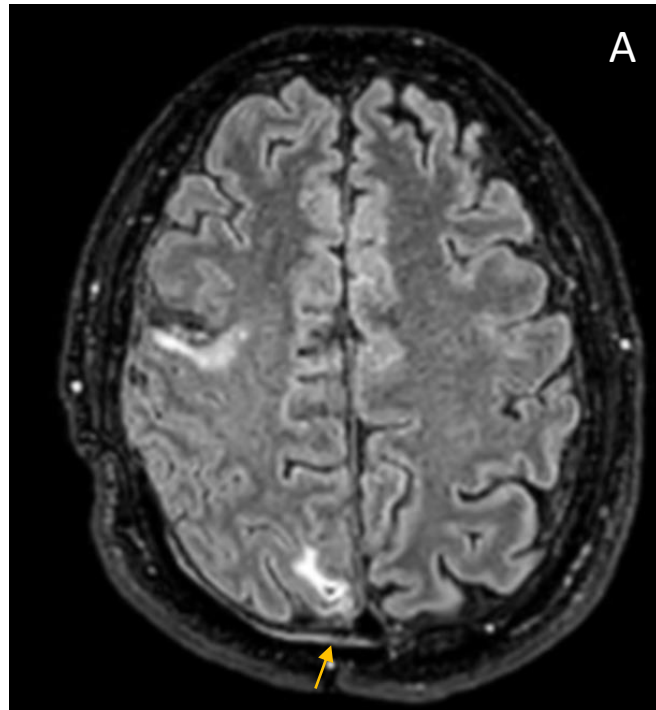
RM secuencia T2 (A) y T1 post-contraste (B). Hiperintensidad y realce lineal (flecha) que sigue trayecto de la duramadre tras contraste. Realce paquimeníngeo
